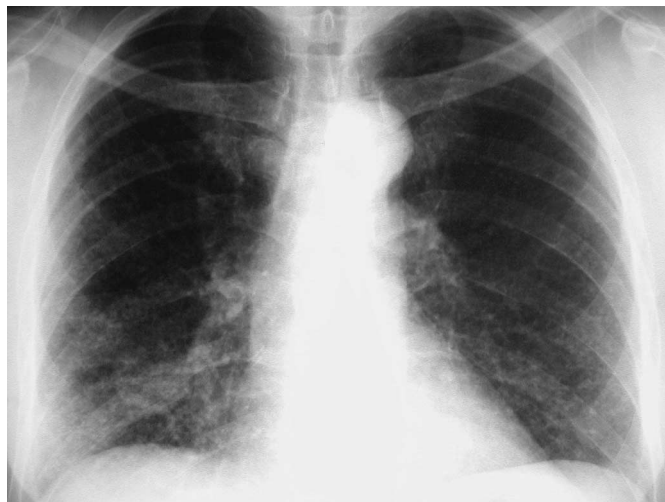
Röntgen-Thorax: Disseminiert in beiden Mittelfeldern und Unterfeldern kleine Rundherde bis 0,3 cm, keine Kavernen.
